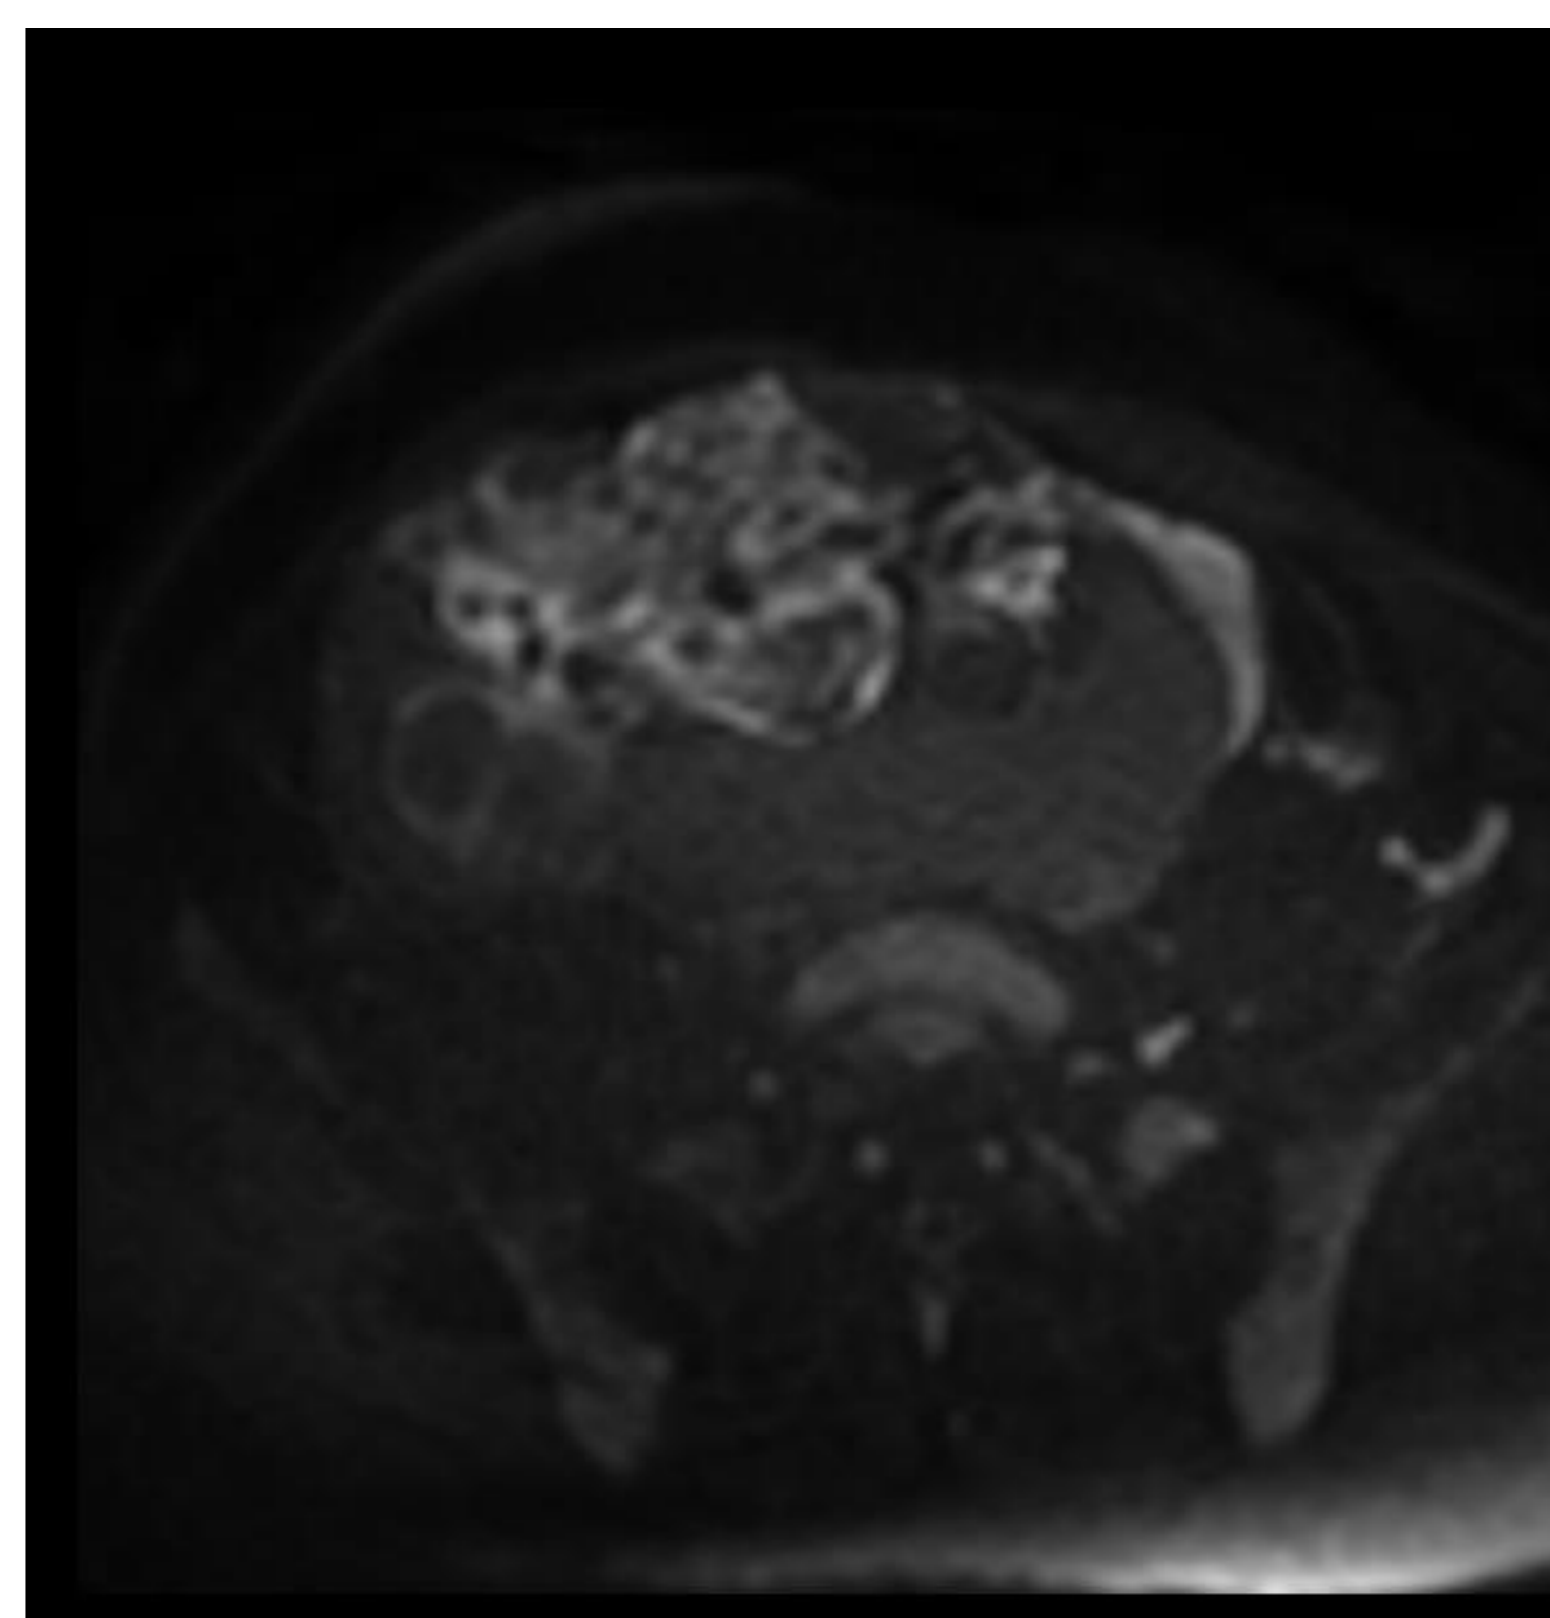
RM de pelvis, secuencias coronal T2 (arriba izquierda), difusión (arriba derecha), ADC (medio derecha), T1 supresión grasa axial + civ (abajo derecha). Voluminosa lesión que ocupa pelvis y hemiabdomen inferior extendiéndose cranealmente hasta L3, que parece depender del ovario izquierdo, de morfología ovalada y bien delimitada, uniloculada, con paredes finas, hipointensa en T1 e hiperintensa en T2, de aspecto quístico. En su interior presenta finas estructuras lineales sólidas hipointensas en T2, que restringen la difusión, si bien tras la administración de contraste, no se aprecia realce significativo. Sugiere cistoadenocarcinoma seroso (probablemente borderline).
